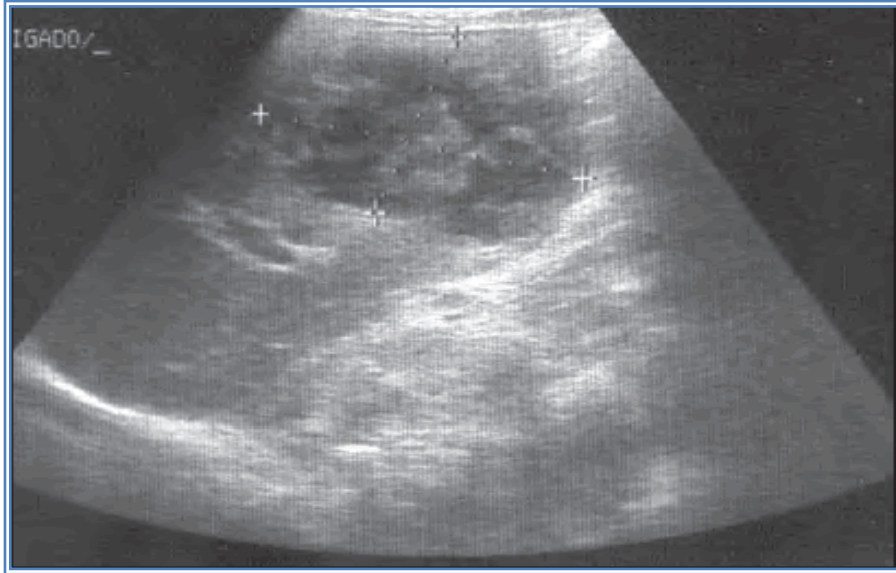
Ecografía hepática con absceso.³⁹
